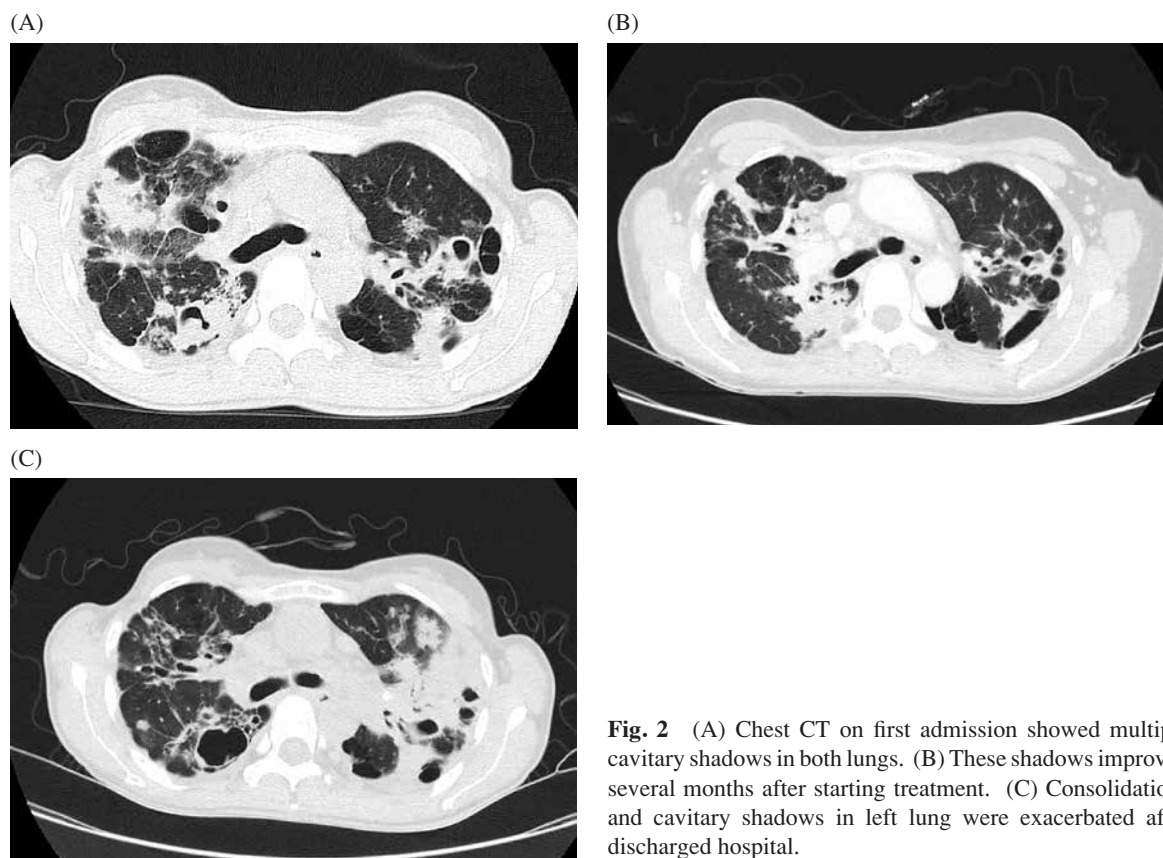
(A) Chest CT on first admission showed multiple cavitary shadows in both lungs. (B) These shadows improved several months after starting treatment. (C) Consolidations and cavitary shadows in left lung were exacerbated after discharged hospital.
